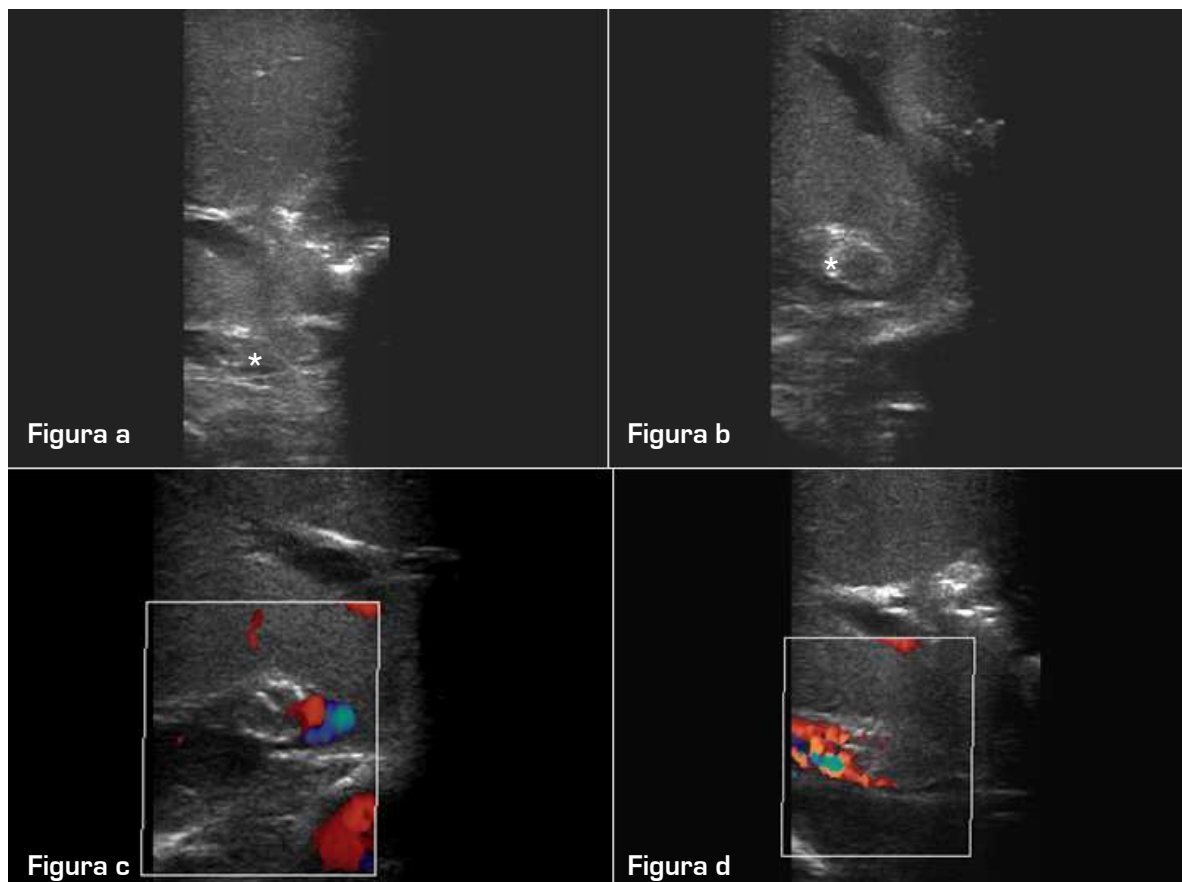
Paciente con antecedentes de cateterización venosa que muestra trombosis parcial de vena cava intrahepática [figuras a-b] (*). Con estudio Doppler se observa relleno parcial del vaso [figuras c-d].
